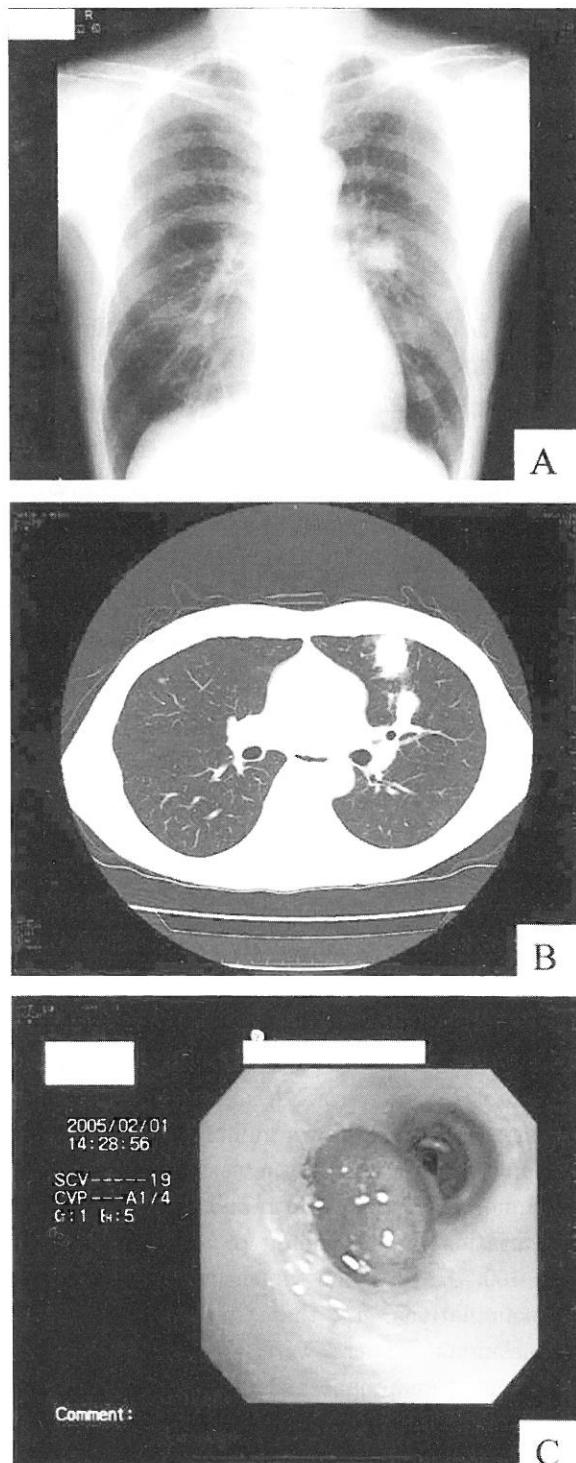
A : Chest radiograph Chest radiograph shows an abnormal shadow near the left pulmonary hilus.
